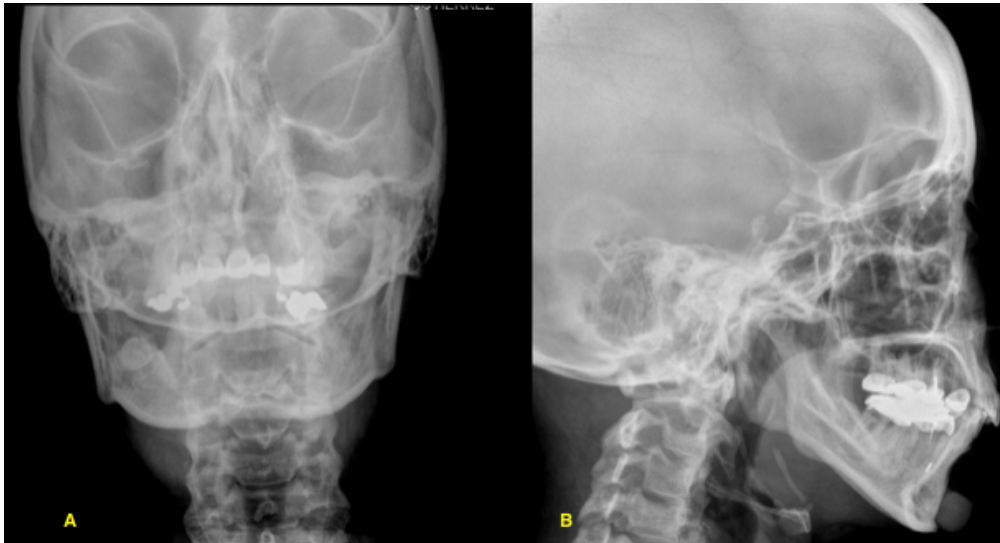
Radiografía simple del área de interés; A) proyección AP y B) proyección lateral.
